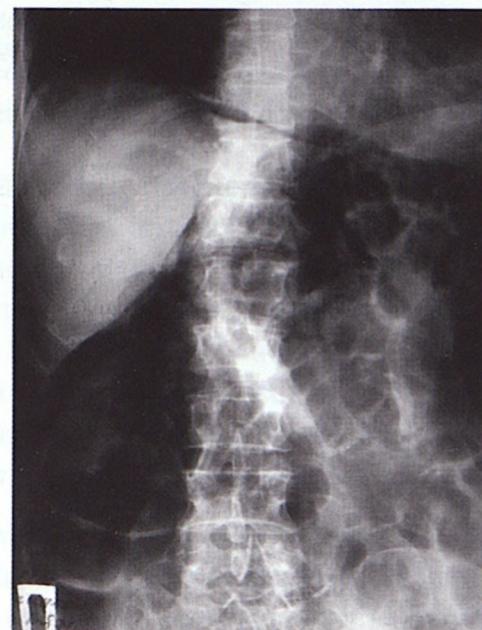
Рентгенограмма брюшной полости через 6 часов после перфорации прямой кишки.
